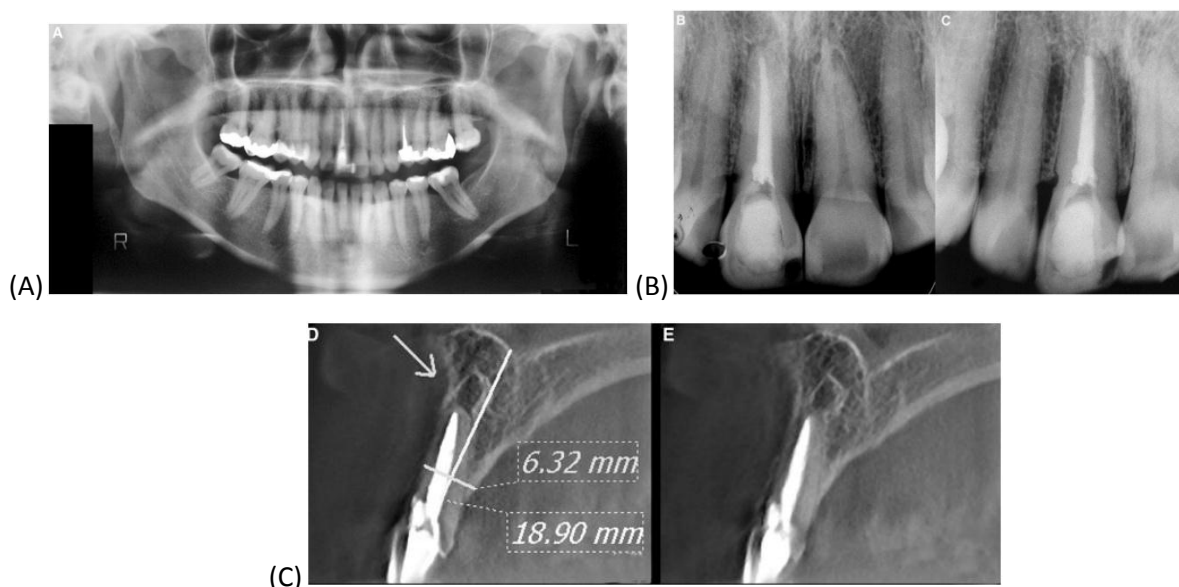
(A) Radiographie panoramique ne suggérant pas une parodontite apicale sur la 11. (B) Radiographie rétro-alvéolaire ne montrant pas une parodontite apicale sur la 11. (C) Image obtenue en Cone Beam mettant en évidence la parodontite apicale sur la 11.
